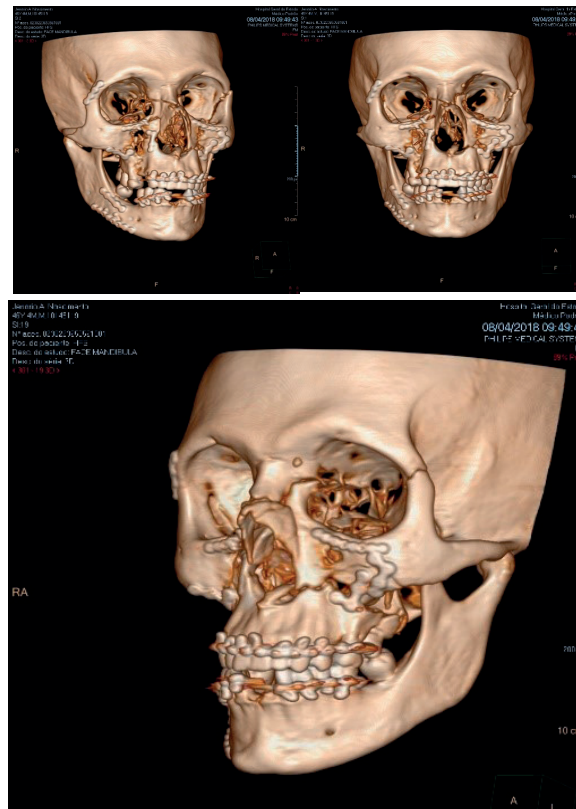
Tomografia computadorizada 3D pós-operatória.
